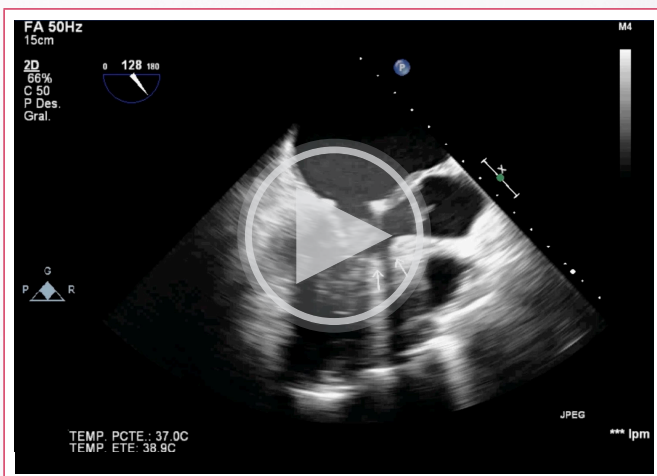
Gradiente residual en TSVI de 5 mmHg en ecocardiograma transesofágico de control post quirúrgico. TSVI, tracto de salida del ventrículo izquierdo.
